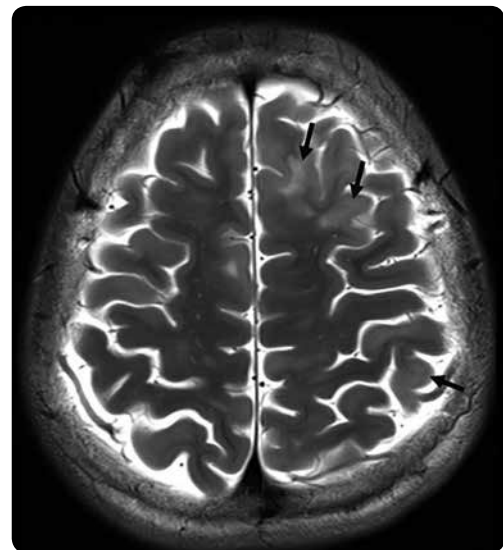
RM cerebral, secuencia con información T2 axial. *Tubers* corticales. Múltiples lesiones en los lóbulos frontales y parietal izquierdo, cortical y subcorticales, de alta señal (flechas).
